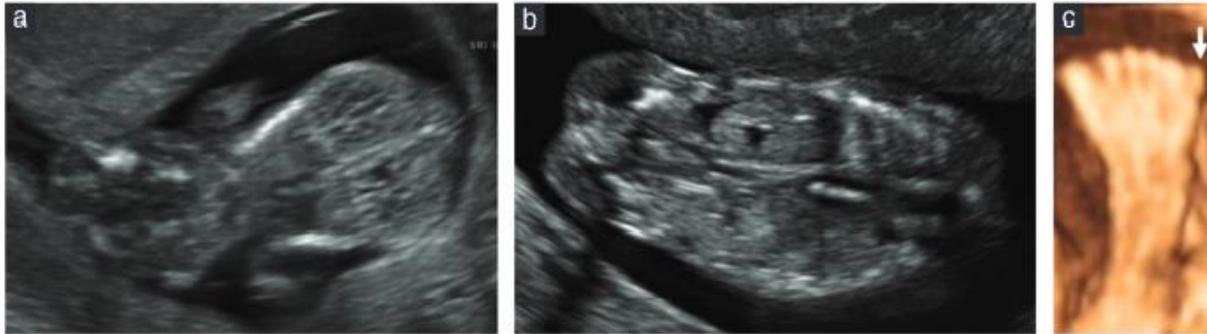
First-trimester ultrasound images of a fetus with: cephalocele associated with Meckel–Gruber syndrome (note bilateral polycystic kidneys) (a); isolated cephalocele showing normal kidneys (b); and postaxial polydactyly, with the arrow depicting an extra toe (c).
